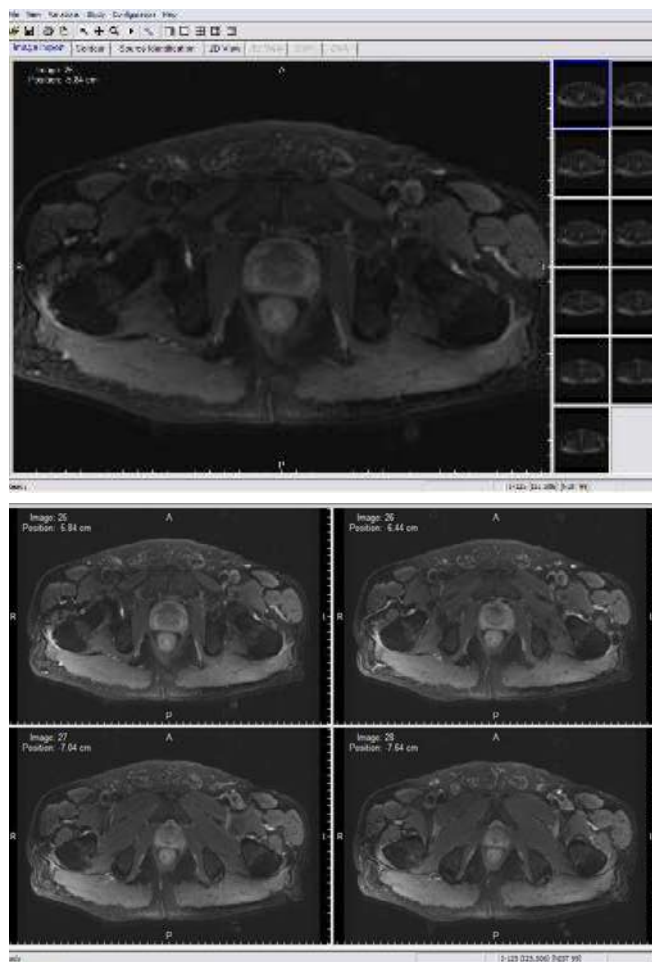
Imágenes de la RM para fusión en *postplanning*.
